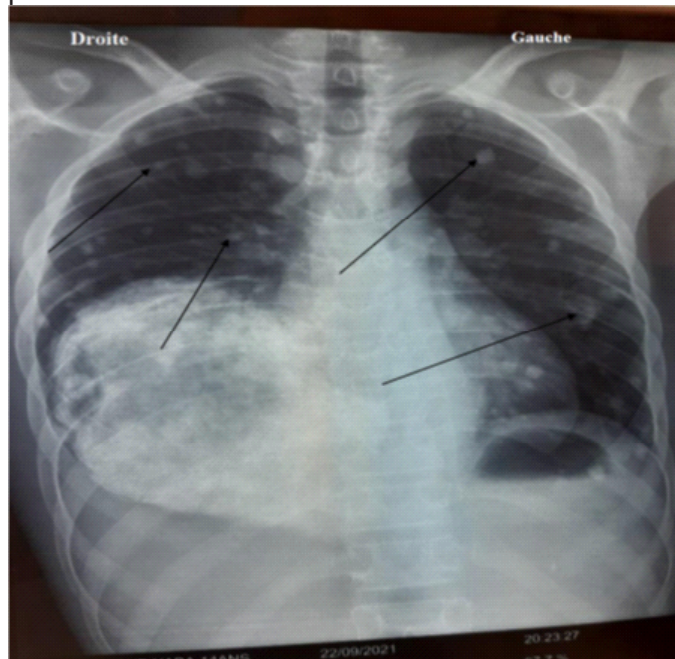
Radiographie du thorax de face montrant des nodules (flèches noires) de tailles différentes mal systématisés au niveau du parenchyme pulmonaire, décrivant une image en lâcher le ballon.
